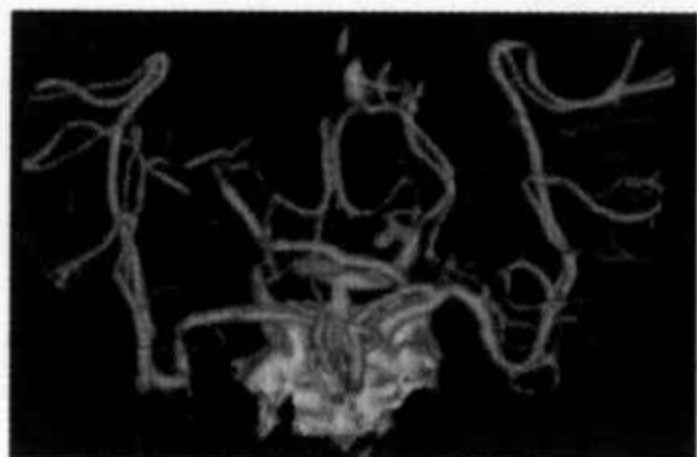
脑血管 CTA 显示右侧 MCA 水平段节段性狭窄,远端可见血管分支显示(2级)
